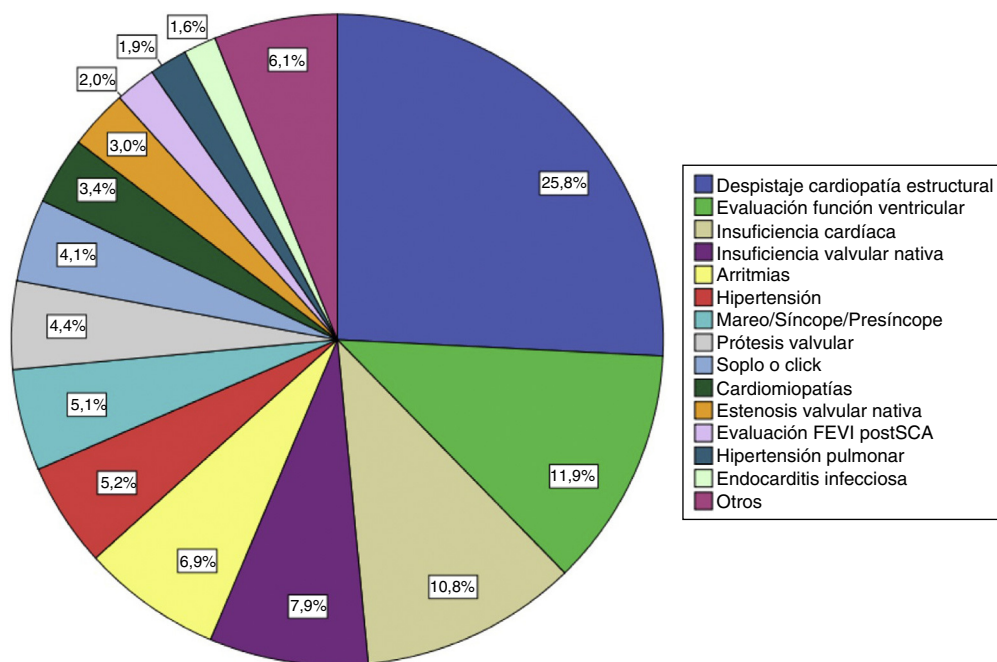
Motivos para la solicitud del ecocardiograma.
